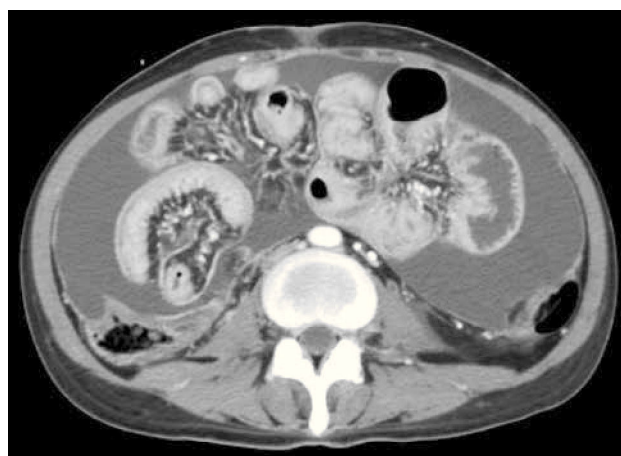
Obstrucción parcial de intestino delgado secundario a carcinomatosis peritoneal. Corte axial de TC. Engrosamiento peritoneal asociado a ascitis y dilatación de asa de intestino delgado.
